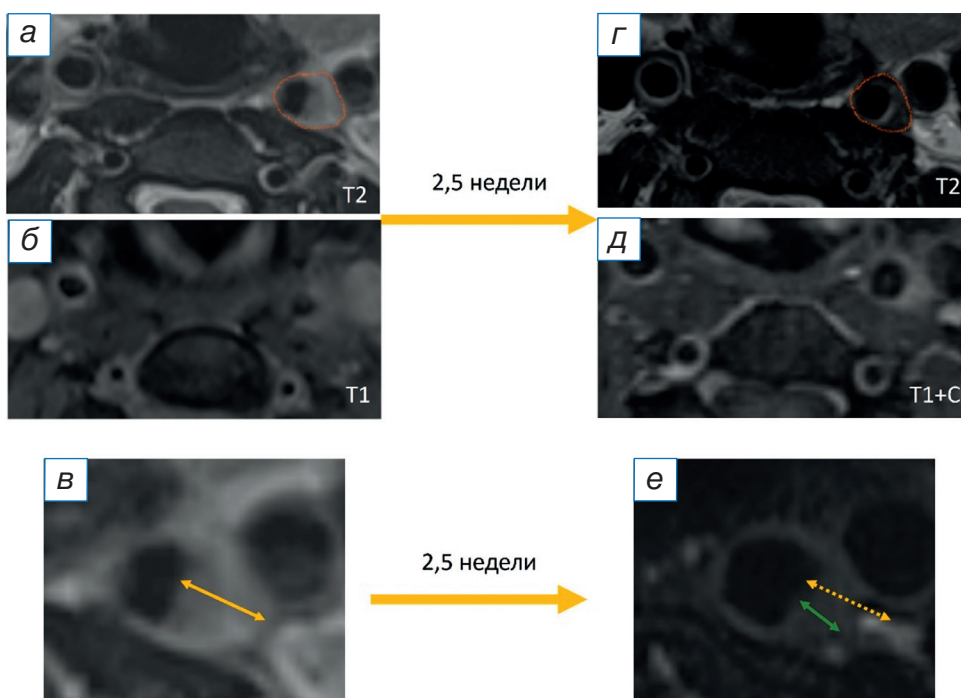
Магнитно-резонансные изображения шеи пациентки с TIPIС-синдромом: в острый период (а, б) и контрольное исследование через 2,5 недели (г, д). Использование контрастного усиления при магнитно-резонансной томографии позволяет более чётко визуализировать зону периваскулярного воспаления (д) в сравнении с нативным исследованием (б). При динамическом исследовании отмечается уменьшение зоны периваскулярного инфильтрата, увеличение просвета артерии (в, е).
